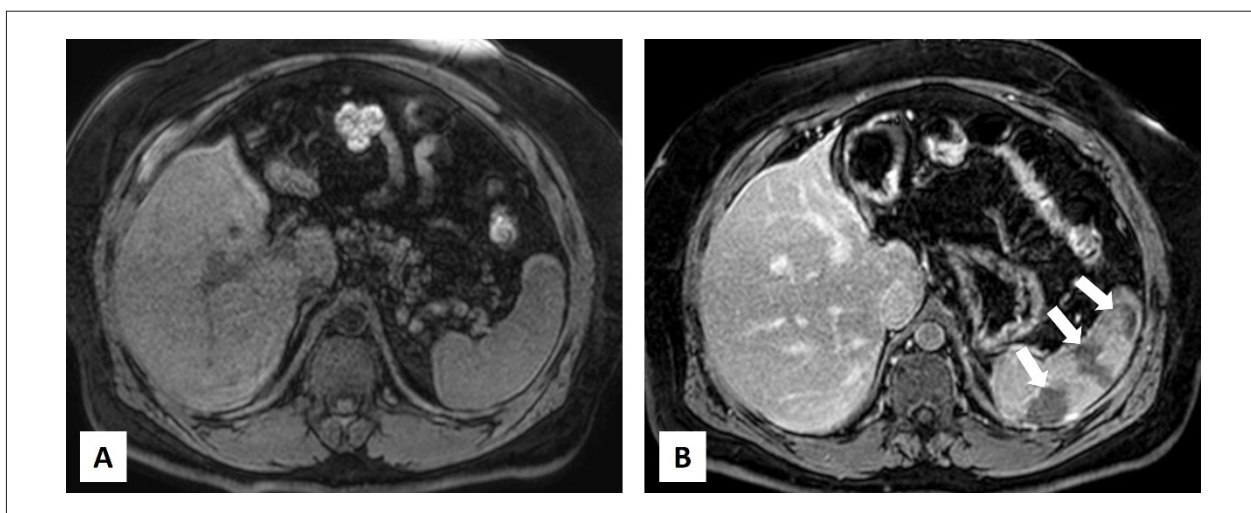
Cortes axiais de ressonância magnética ponderados em T1 com supressão de gordura, antes (A) e após (B) a injeção do agente de contraste paramagnético, demonstrando áreas de hipocaptação do meio de contraste (ver setas brancas), compatíveis com focos de infarto esplênico.
